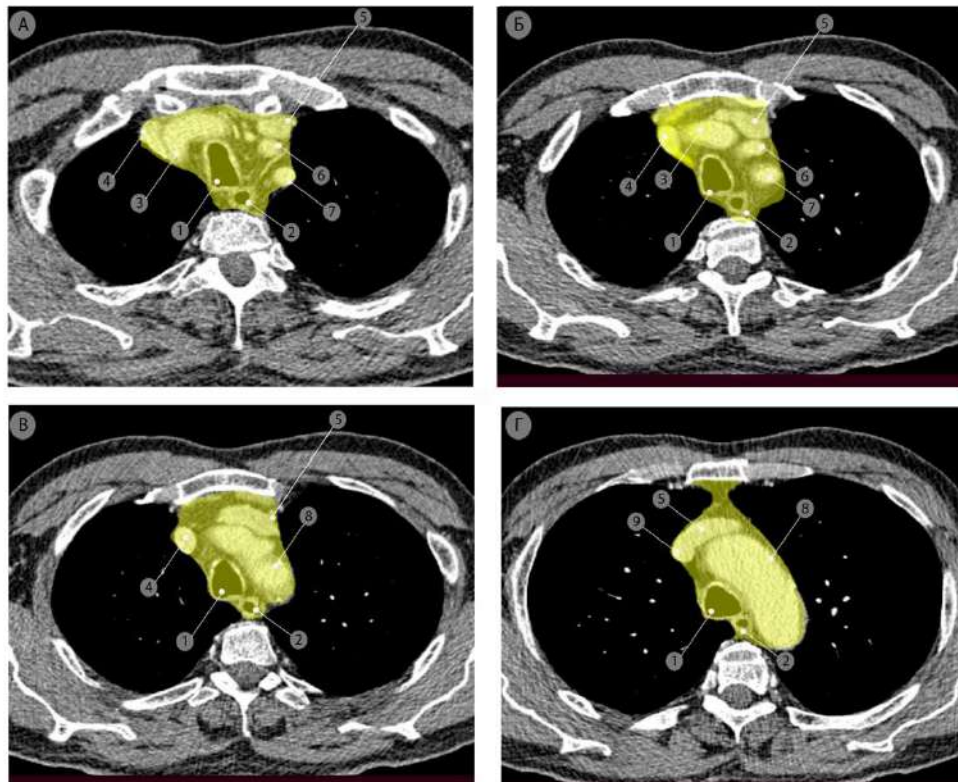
Структуры верхнего средостения (жёлтый цвет) на компьютерных томограммах различных уровней (аксиальная проекция). 1 – трахея; 2 – пищевод; 3 – плечеголовой артериальный ствол; 4 – правая плечеголовая вена; 5 – левая плечеголовая вена; 6 – левая общая сонная артерия; 7 – левая подключичная артерия; 8 – дуга аорты; 9 – верхняя полая вена (зона конfluence правой и левой плечеголовных вен)
